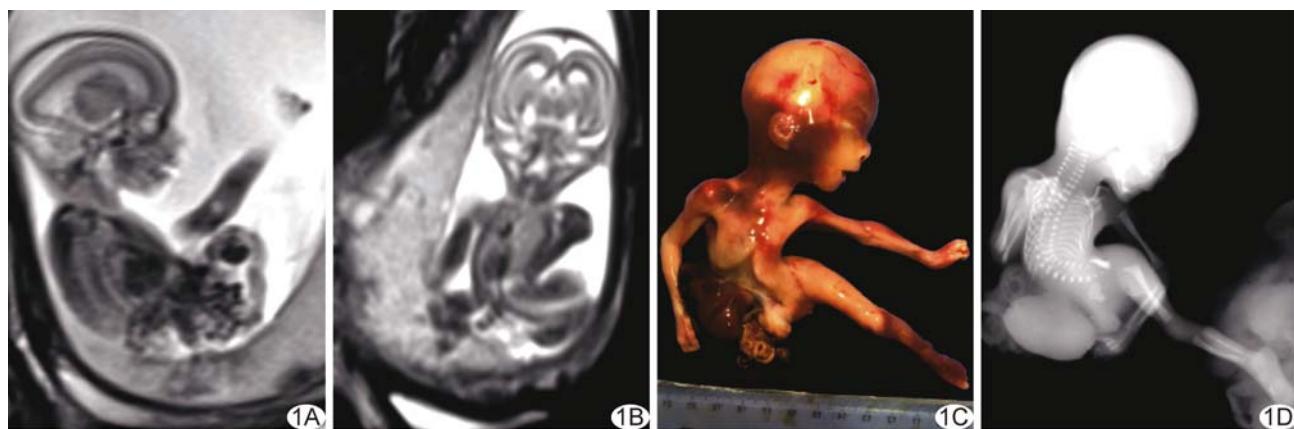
胎儿 BSA A. 胎儿矢状位T2WI; B. 胎儿冠状位T2WI; C. 大体标本; D. 标本X线片
